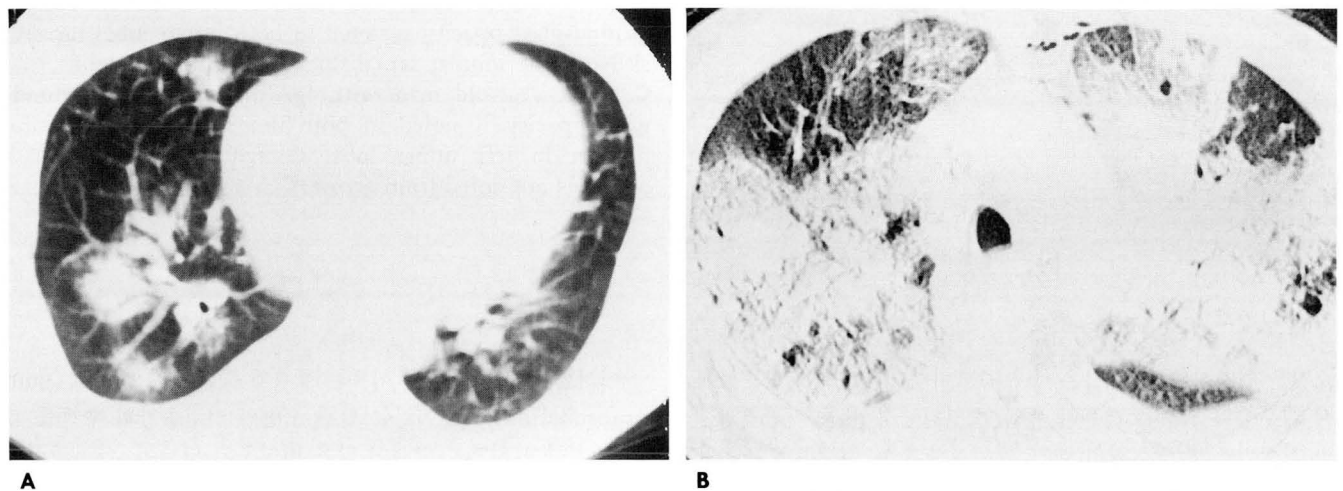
Airspace consolidation pattern of pulmonary edema on CT: focal (A) and diffuse (B) consolidation.
